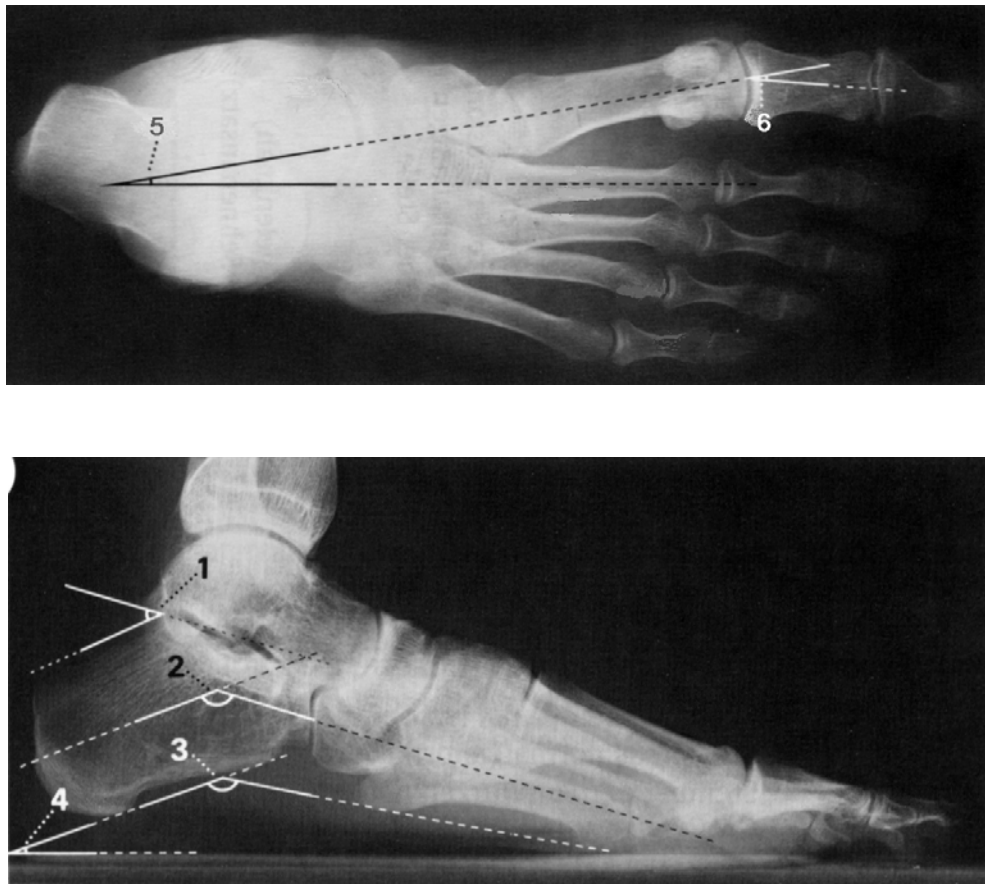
Röntgenaufnahmen vom Fuß dorsoplantar und seitlich im Stehen
